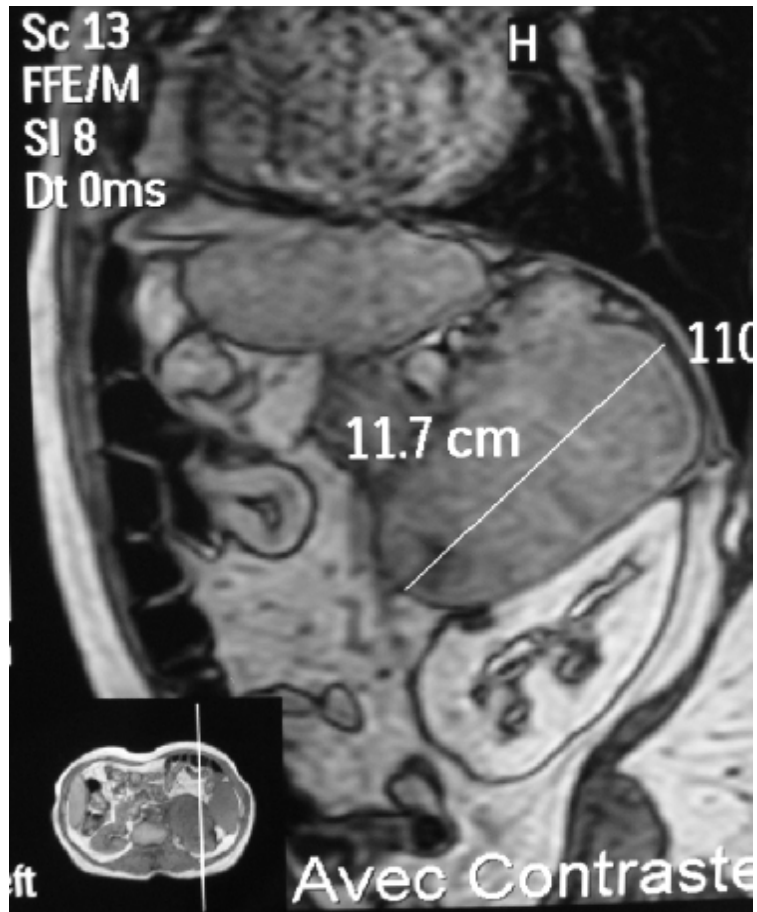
IRM en coupe sagittale montrant une énorme masse surrénalienne gauche avec signes de malignité
